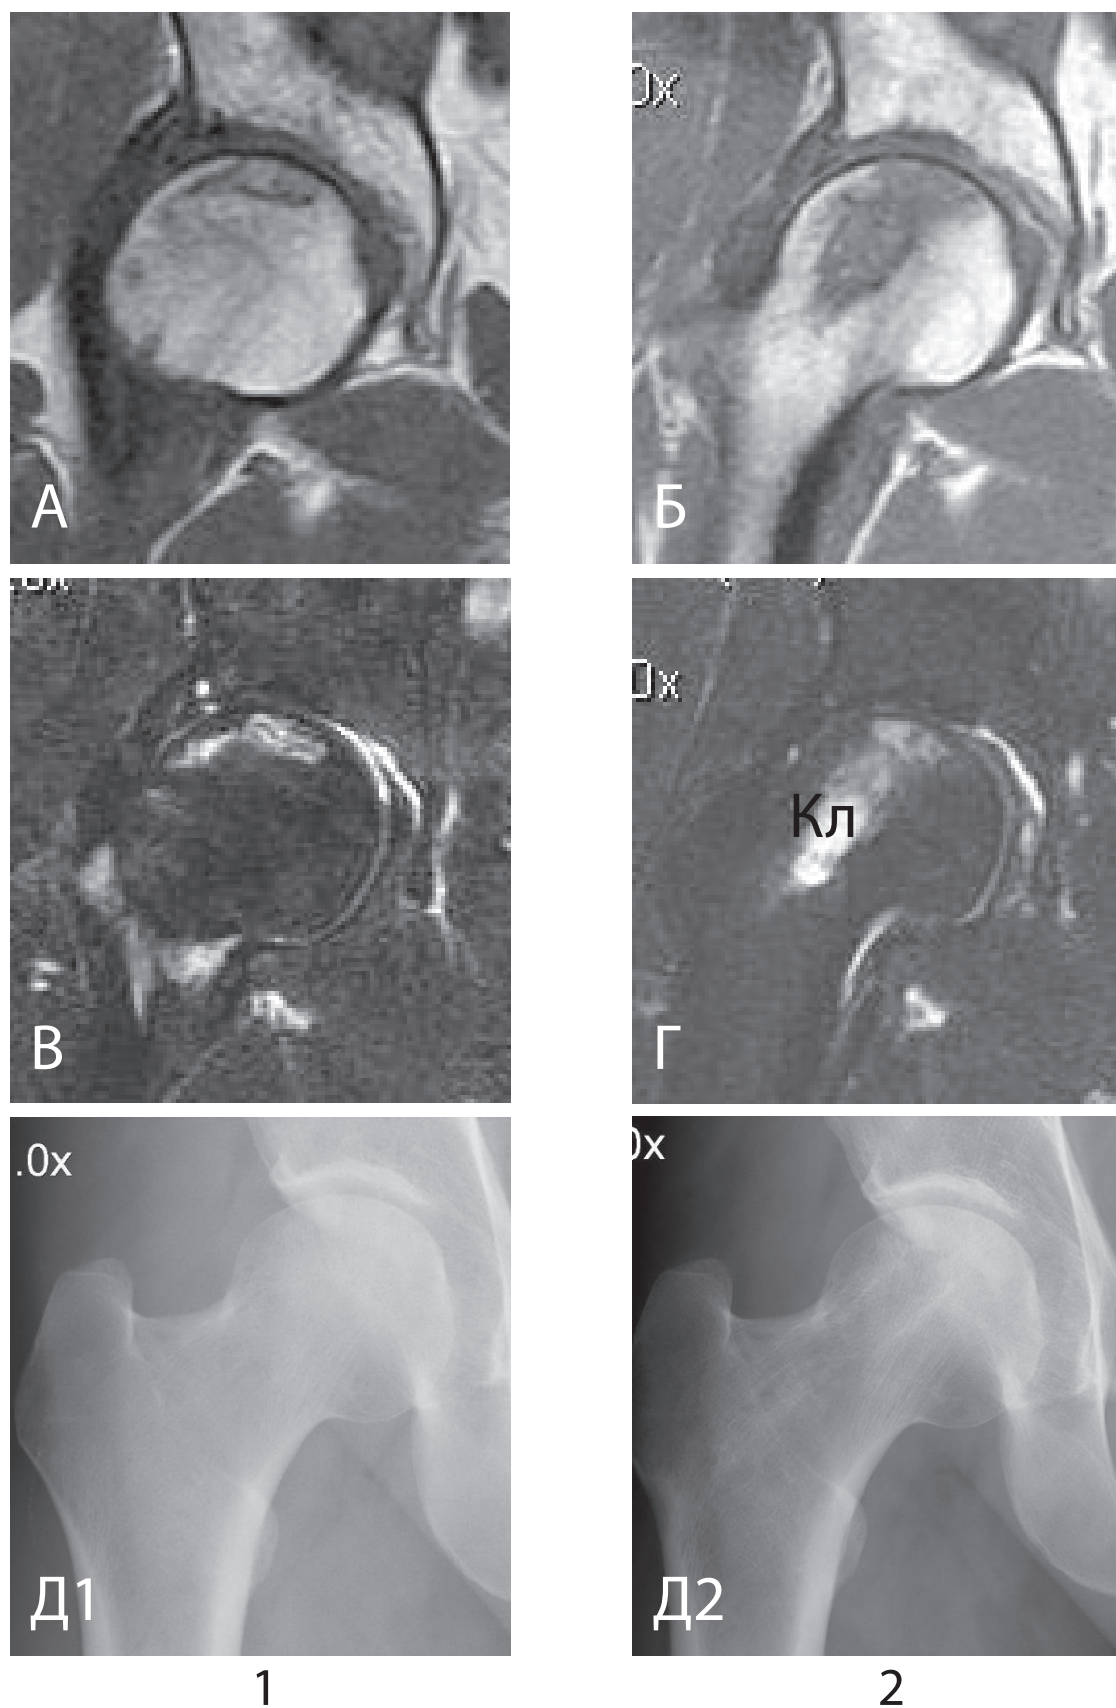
Результаты магнитно-резонансной томографии и рентгенографии пациента К. до (1) и через два года после операции (2). Определяется снижение интенсивности сигнала в T1 (А, Б) и STIR (В, Г) проекциях. На рентгенограммах до (Д1) и после операции (Д2) признаков коллапса субхондральной кости нет. *Примечание:* Кл – клеточный продукт мезенхимальных стволовых клеток
